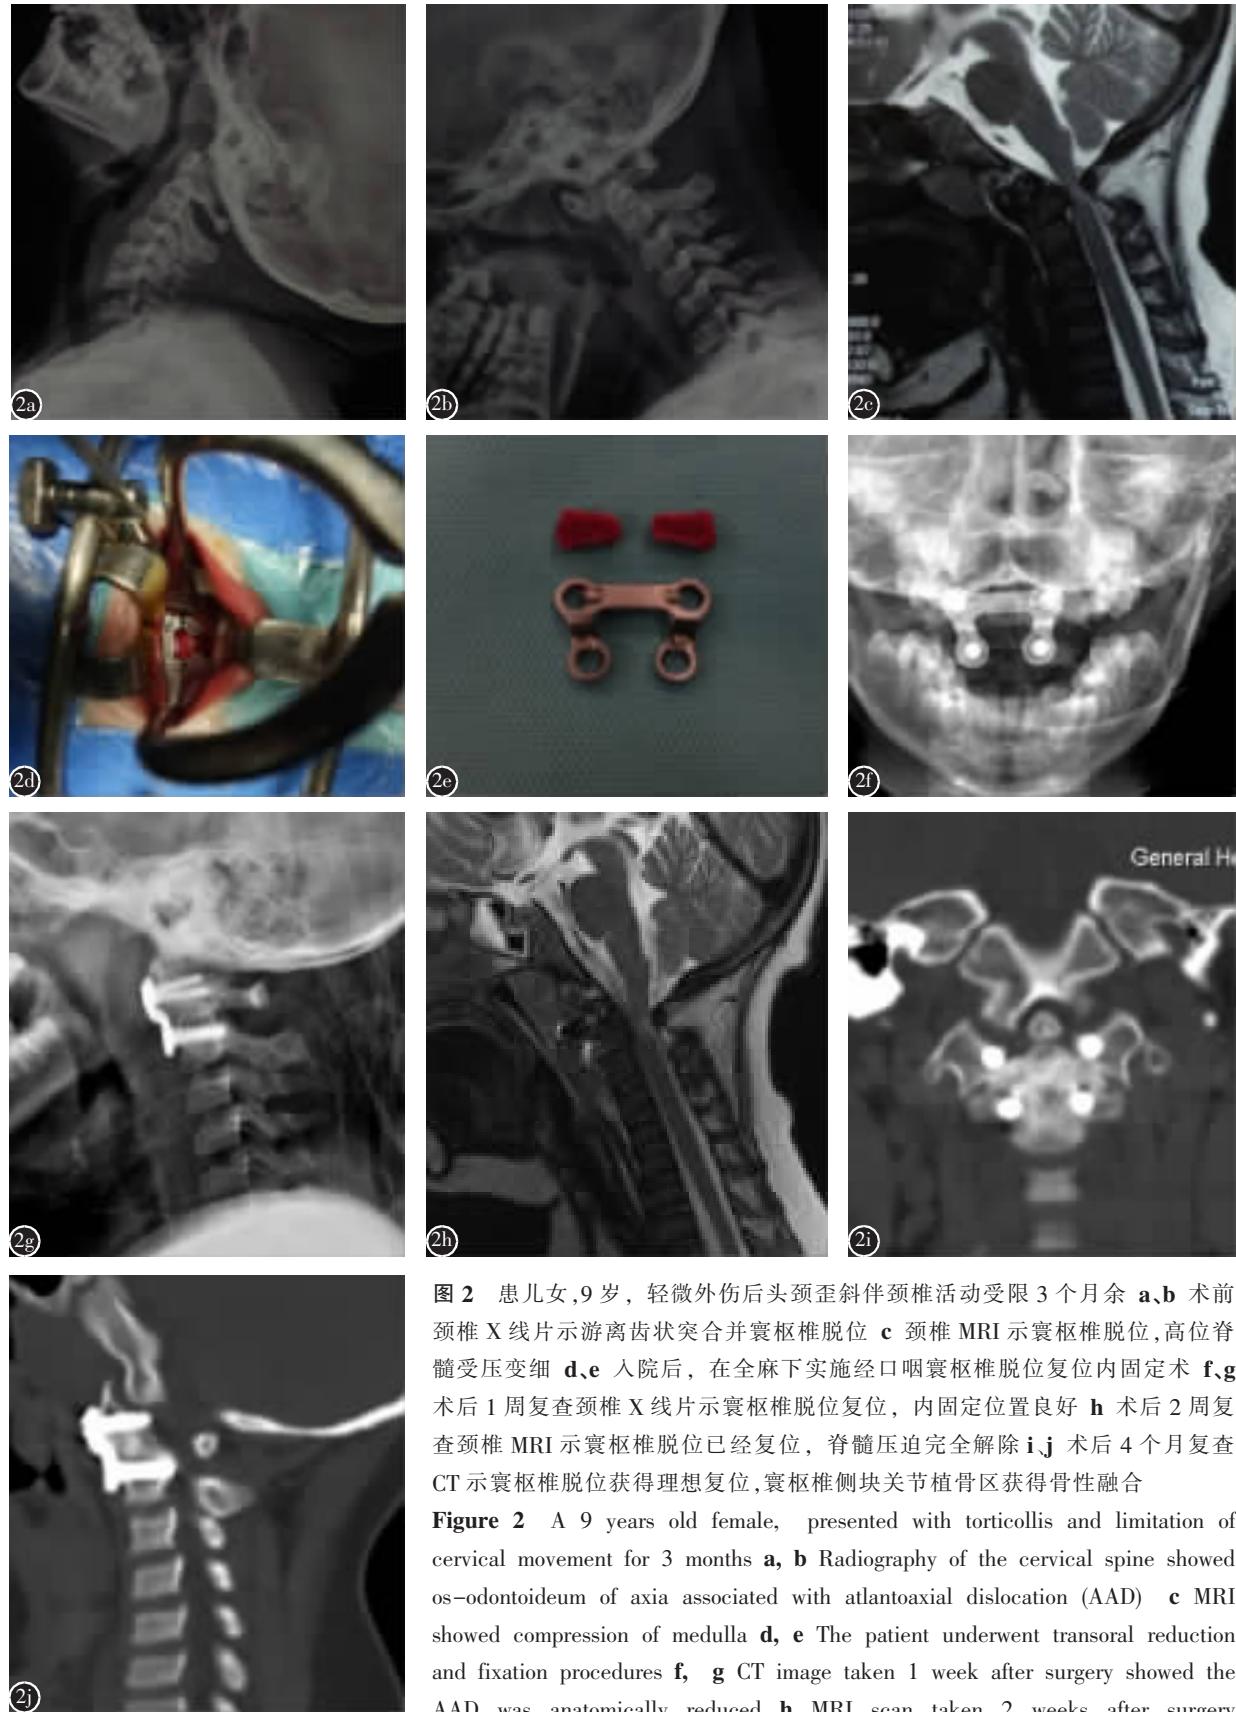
患儿女,9岁,轻微外伤后头颈歪斜伴颈椎活动受限3个月余 a,b 术前颈椎X线片示游离齿状突合并寰枢椎脱位 c 颈椎MRI示寰枢椎脱位,高位脊髓受压变细 d,e 入院后,在全麻下实施经口咽寰枢椎脱位复位内固定术 f,g 术后1周复查颈椎X线片示寰枢椎脱位复位,内固定位置良好 h 术后2周复查颈椎MRI示寰枢椎脱位已经复位,脊髓压迫完全解除 i,j 术后4个月复查CT示寰枢椎脱位获得理想复位,寰枢椎侧块关节植骨区获得骨性融合
